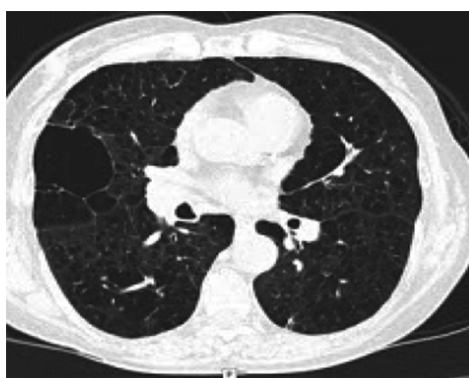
TC Tx: enfisema panlobulillar, bulla subpleural en LSD de paredes finas, sin nivel hidroaéreo en su interior.
